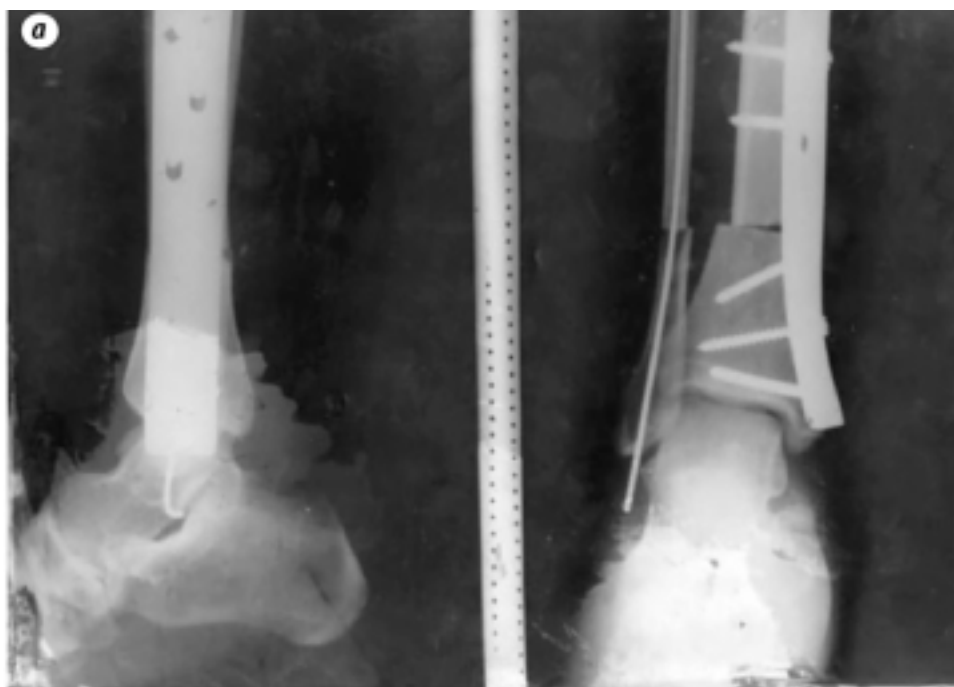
Рентгенограммы реплантированной голени: через 10 суток (а); через 10 месяцев, перед удалением металлоконструкций (б); через 12 месяцев после реплантации (в)
